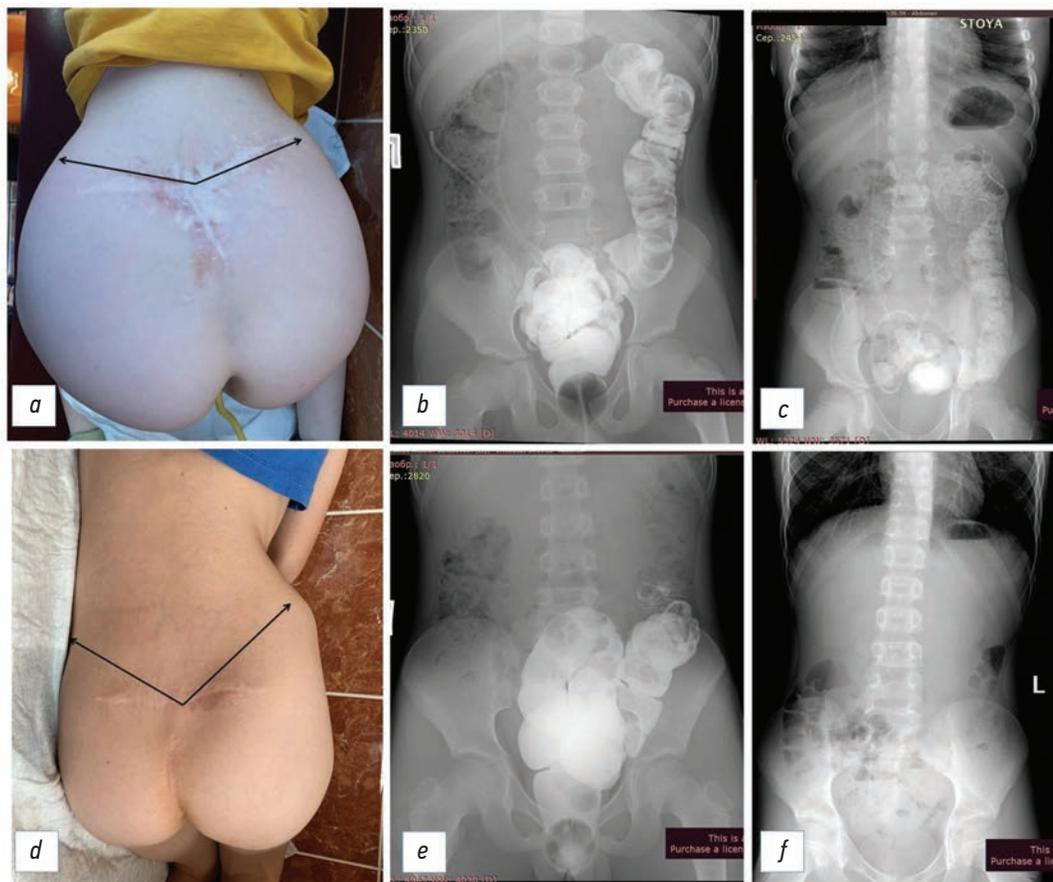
Характеристики пациентов с различной высотой поражения спинного мозга при спинномозговой грыже: *a–c* — пациент Б., 8 лет, после хирургической коррекции спинномозговой грыжи поясничного отдела позвоночника и синдрома фиксированного спинного мозга. Жалобы на задержку стула до 5–7 дней, недержания кала нет [*a* — внешний вид послеоперационного рубца, черными стрелками указано расстояние от локализации рубца до передних верхних подвздошных остей (лат. *spinae iliaca anterior superior*), угол между линиями приближается к 180°; *b* — ирригография (200 мл водорастворимого контраста в разведении 1:5). Заполнены левые отделы colon, кишка не расширена, в просвете множество плотного фрагментированного кала; *c* — обзорная рентгенография на следующий день после клизмы (200 мл солевого раствора + 5 мл глицерина, после клизмы отошла окрашенная вода). Опорожнение недостаточное, заброс контраста в вышележащие отделы, скопление контраста большей частью в ректосигмоидном отделе. Рецепт клизмы изменен: 300 мл солевого раствора + 20 мл глицерина]. *d–f* — пациент У., 6 лет, после хирургической коррекции спинномозговой грыжи пояснично-крестцового отдела позвоночника и синдрома фиксированного спинного мозга. Жалобы на задержку стула, ежедневное непроизвольное недержание кала небольшими порциями (кал по типу овечьего) [*d* — внешний вид послеоперационного рубца, черными стрелками указано расстояние от локализации рубца до передних верхних подвздошных остей (лат. *spinae iliaca anterior superior*), угол между линиями приближается к 90°; *e* — ирригография (300 мл водорастворимого контраста в разведении 1:5). Заполнены ректосигмоидный отдел, кишка незначительно расширена, в просвете сигмовидной кишки тени плотного кала; *f* — обзорная рентгенография на следующий день после клизмы (300 мл солевого раствора + 20 мл глицерина, после клизмы стул в большом количестве, каломазания не было). Опорожнение достаточное. Рецепт клизмы оставлен]
